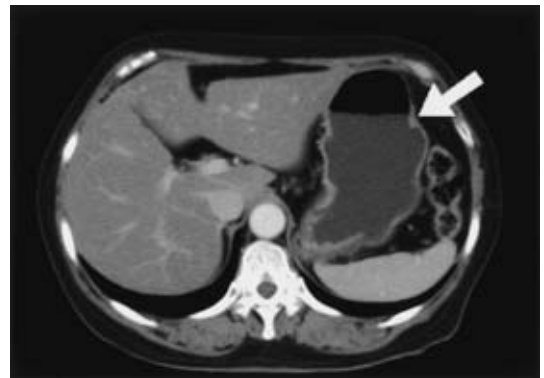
Abdominal CT revealed a slightly enhanced tumor (about 10mm) in the gastric body (Arrow).
